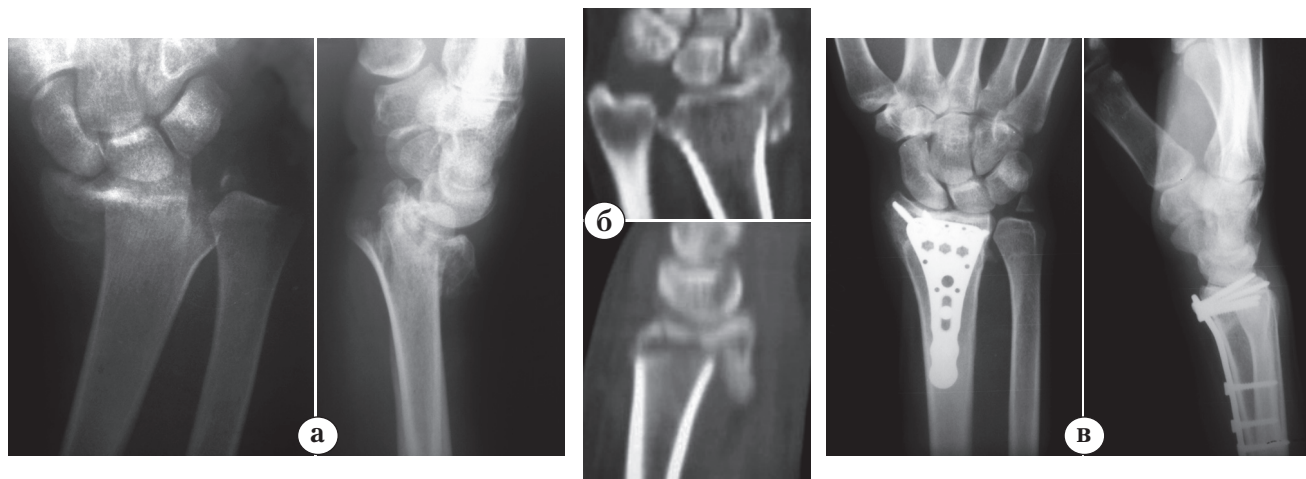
Данные рентгенографического исследования и компьютерной томографии правого предплечья больного К.: а – рентгенографическая картина внутрисуставного оскольчатого импрессионного перелома дистального метаэпифиза лучевой кости, шиловидного отростка локтевой кости; б – КТ изображения области перелома; в – рентгенограммы сросшегося перелома дистального метаэпифиза лучевой кости после остеосинтеза пластиной с угловой стабильностью винтов через 12 месяцев после операции
